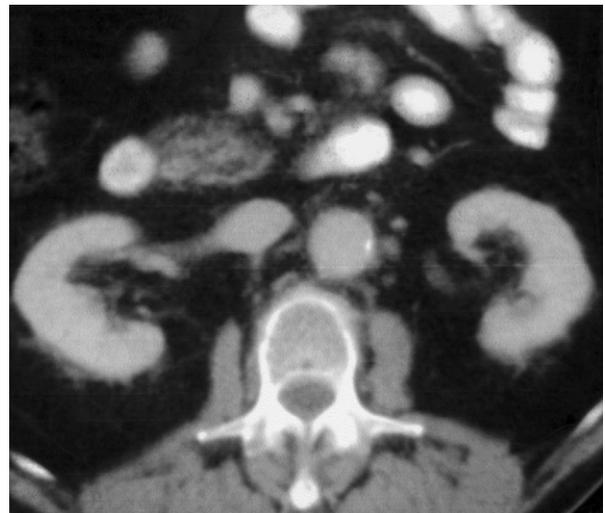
Corte de tomografía computarizada abdominal realizada a los 6 meses de finalizar el tratamiento, con la práctica desaparición de la imagen descrita en la figura 1.
